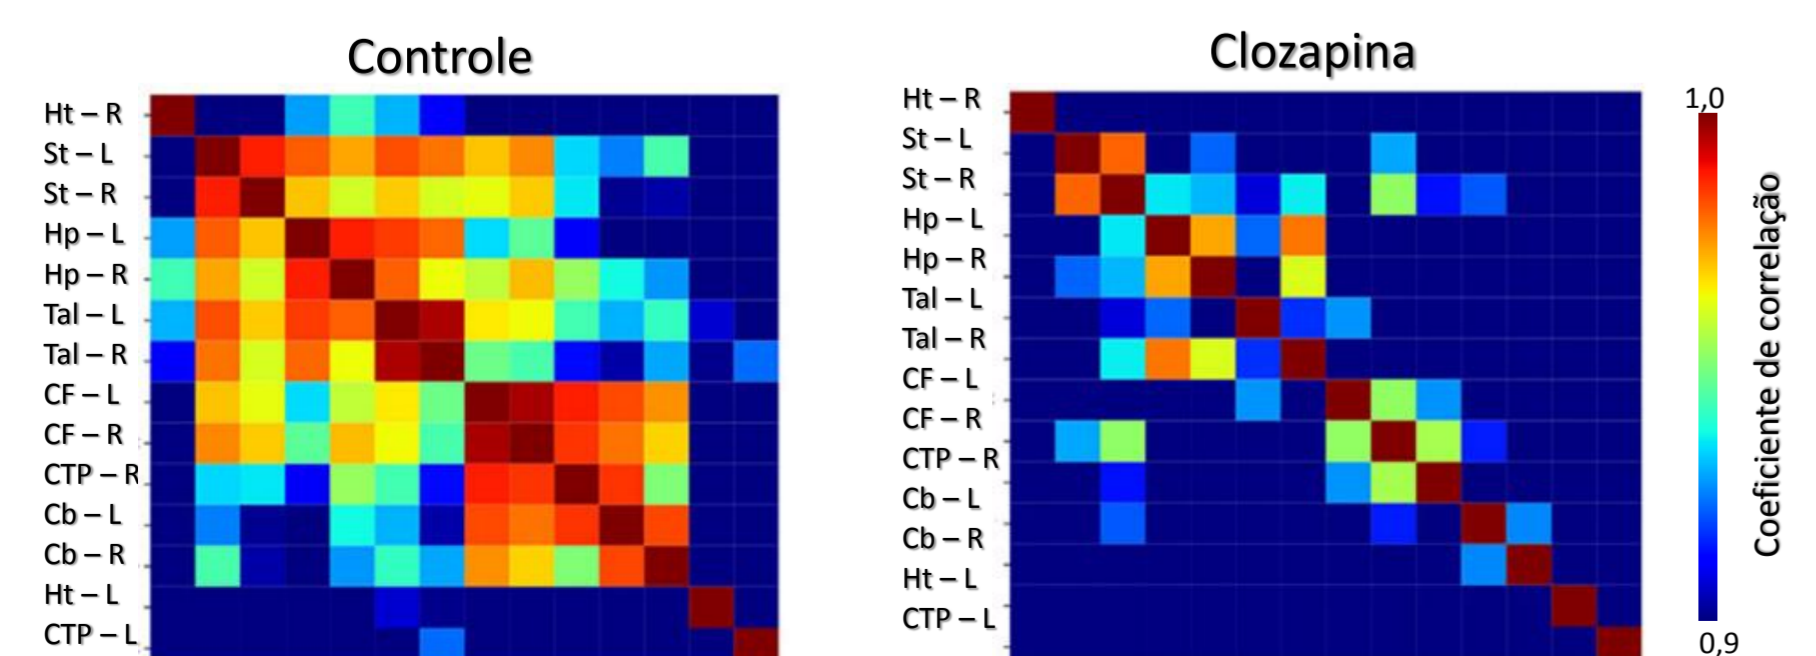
Efeitos do tratamento com Clozapina nas redes metabólicas derivadas do [¹⁸F]FDG-PET. Matrizes de correlação cruzada entre indivíduos: as redes demonstram associações região-região (Cerebelo, Hipotálamo, Tálamo, Estriado, Hipocampo, Córtex Frontal e Temporoparietal, lados direito e esquerdo) nos grupos controle e clozapina após o tratamento. Dados representados como valores de correlação com correção por Taxa de Descobertas Falsas com p<0.05. (n= 8 animais por grupo)
